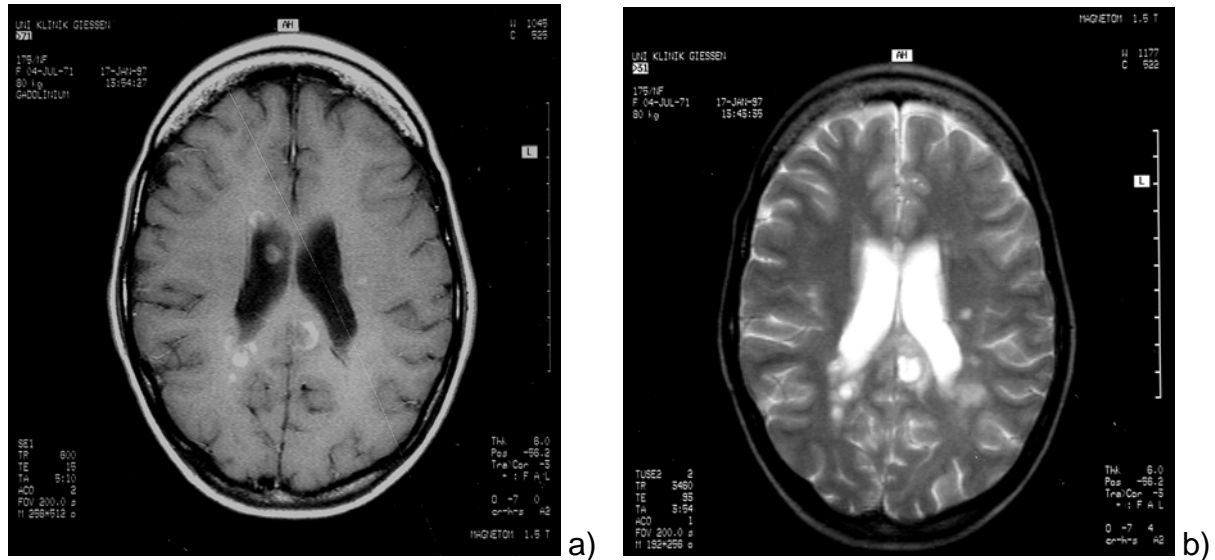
II MRT-Scan mit Aktivitätsparametern
